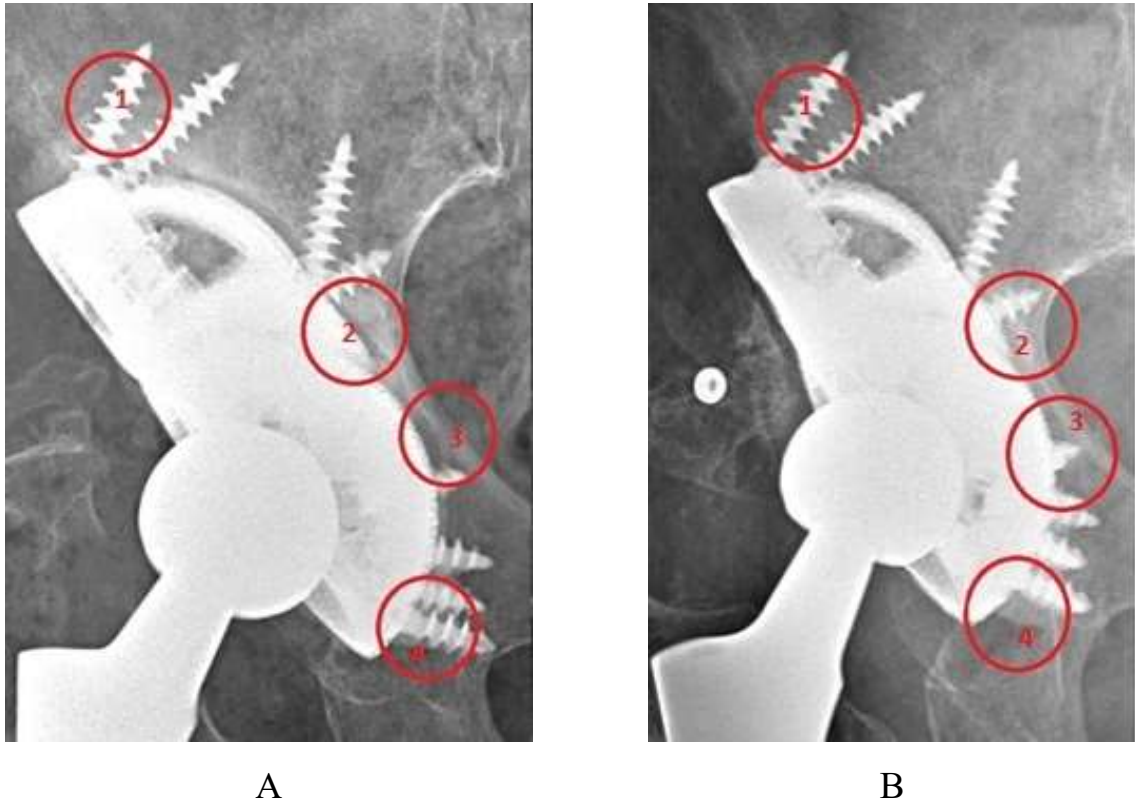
Фрагмент рентгенограммы костей таза пациентки П., 70 лет: А – в переднезадней проекции с центрацией на лонное сочленение при выписке из стационара, Б – в переднезадней проекции с центрацией на лонное сочленение спустя год после оперативного вмешательства; контрольные точки, характеризующие биологическую фиксацию, отмечены красными кругами и цифрами
